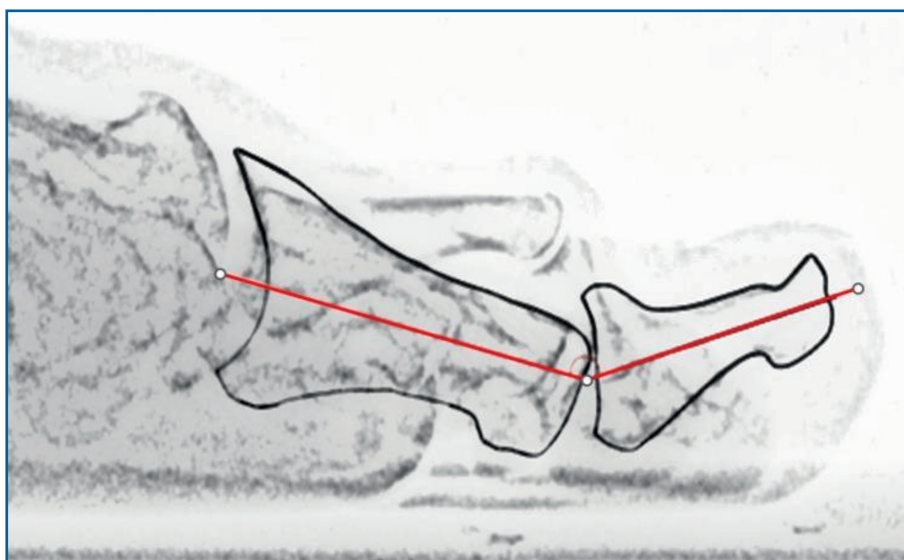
Técnica de medición del ángulo de extensión interfalángica del *hallux*: se midió en radiografías laterales en carga. Se definió como el ángulo formado entre el eje longitudinal de la falange proximal y el eje longitudinal de la falange distal del *hallux*.
